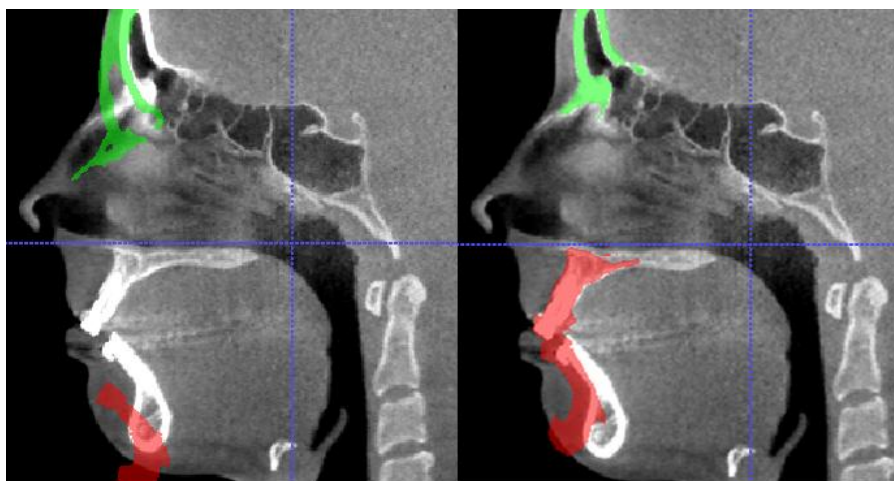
Exemplo da superposição da segmentação do tempo 6 semanas pós-cirúrgico sobre a tomografia do tempo pré-cirúrgico antes e após o registro na base do crânio.
